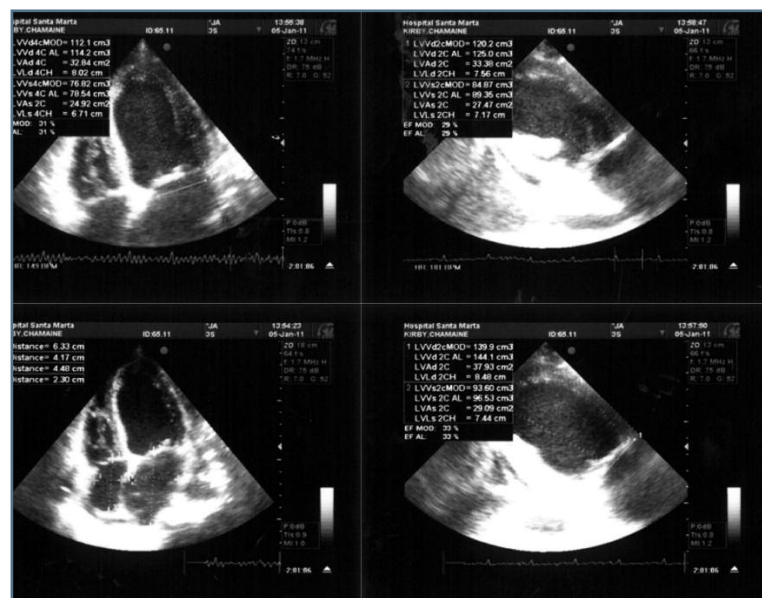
Ecocardiograma transtorácico realizado no 9º dia
